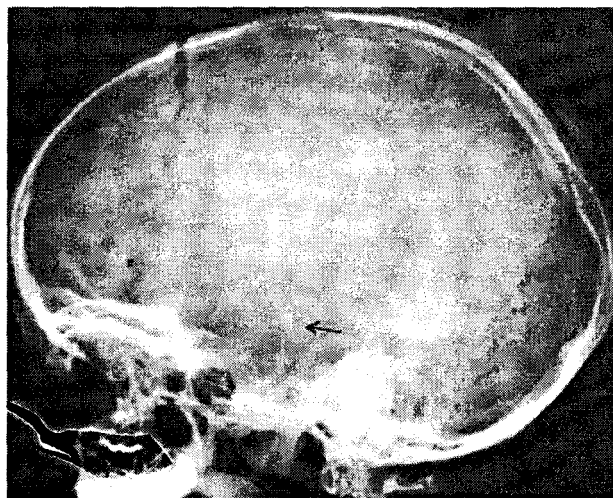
Radiografie simplă de craniu (incidentă laterală): tumoră supraselară calcificată (CRF).
